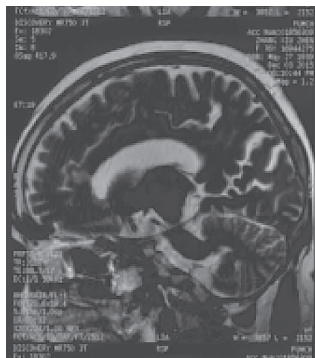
头部 MRI 的矢状位示胼胝体膝部陈旧性梗死
